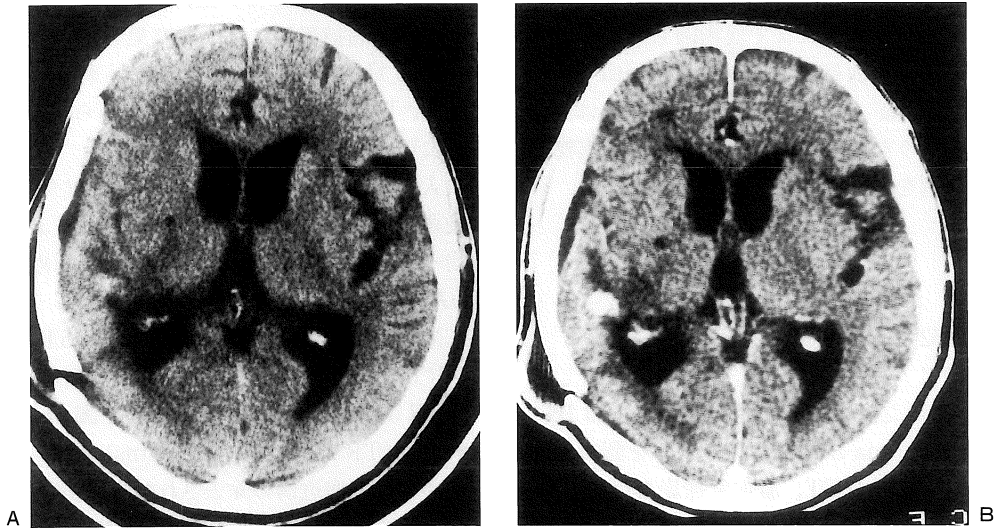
術後217日CT A: (造影前) 側脳室は拡大し, 右側脳室近傍に高吸収域の腫瘤病変を認める. B: (造影後) 腫瘤病変は造影剤による増強効果を有する.
